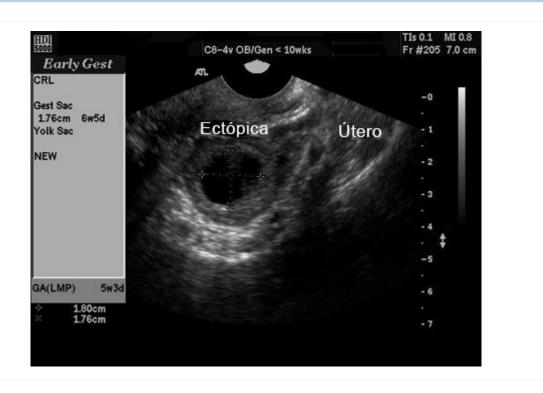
imagem de ultrassonografia de gravidez ectópica
